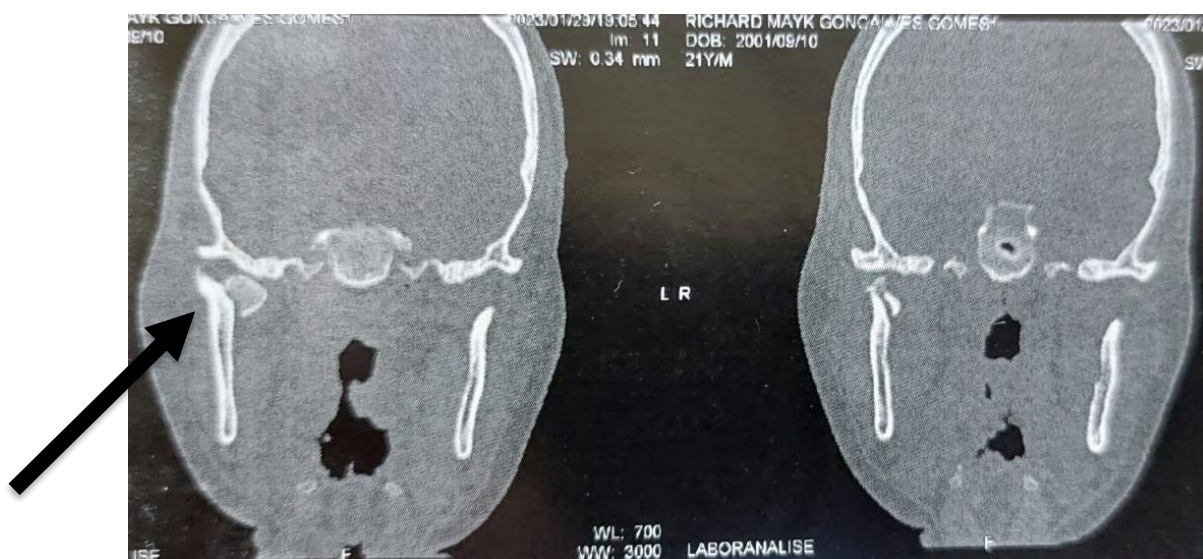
Corte coronal na tomografia computadorizada.
